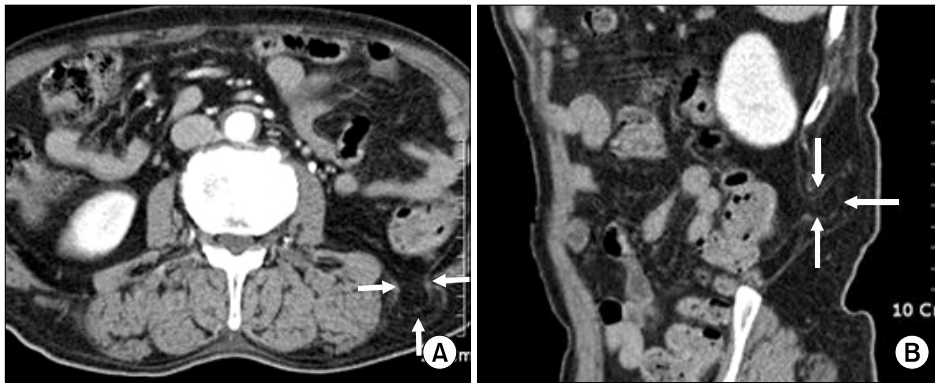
CT findings of lumbar hernia. Defect (arrows) is shown between quadratus lumborum muscle and internal oblique muscle. This finding means this defect is Gynfeltt's lumbar hernia.
